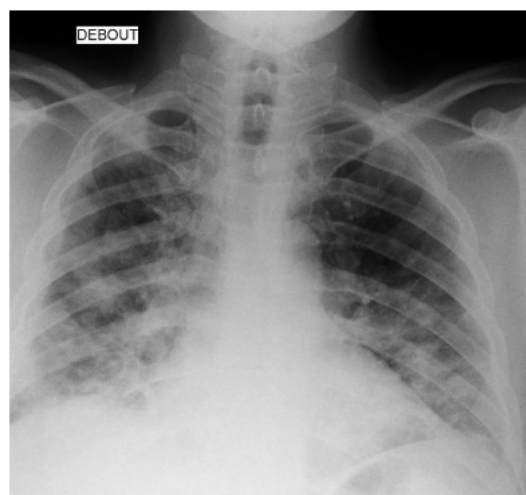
Radiographie thoracique de face objectivant des opacités de type alvéolaires de disposition mixte prédominantes en périphérie bilatérales plus marquées au niveau des bases évoquant une infection Covid-19
